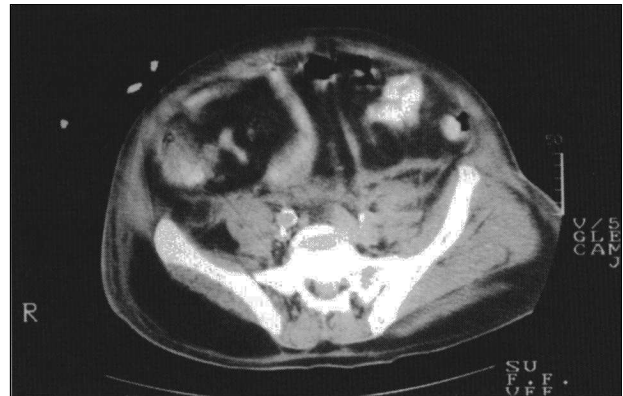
TAC abdominal: Hipotrofia de la musculatura situada sobre el iliaco izquierdo.
